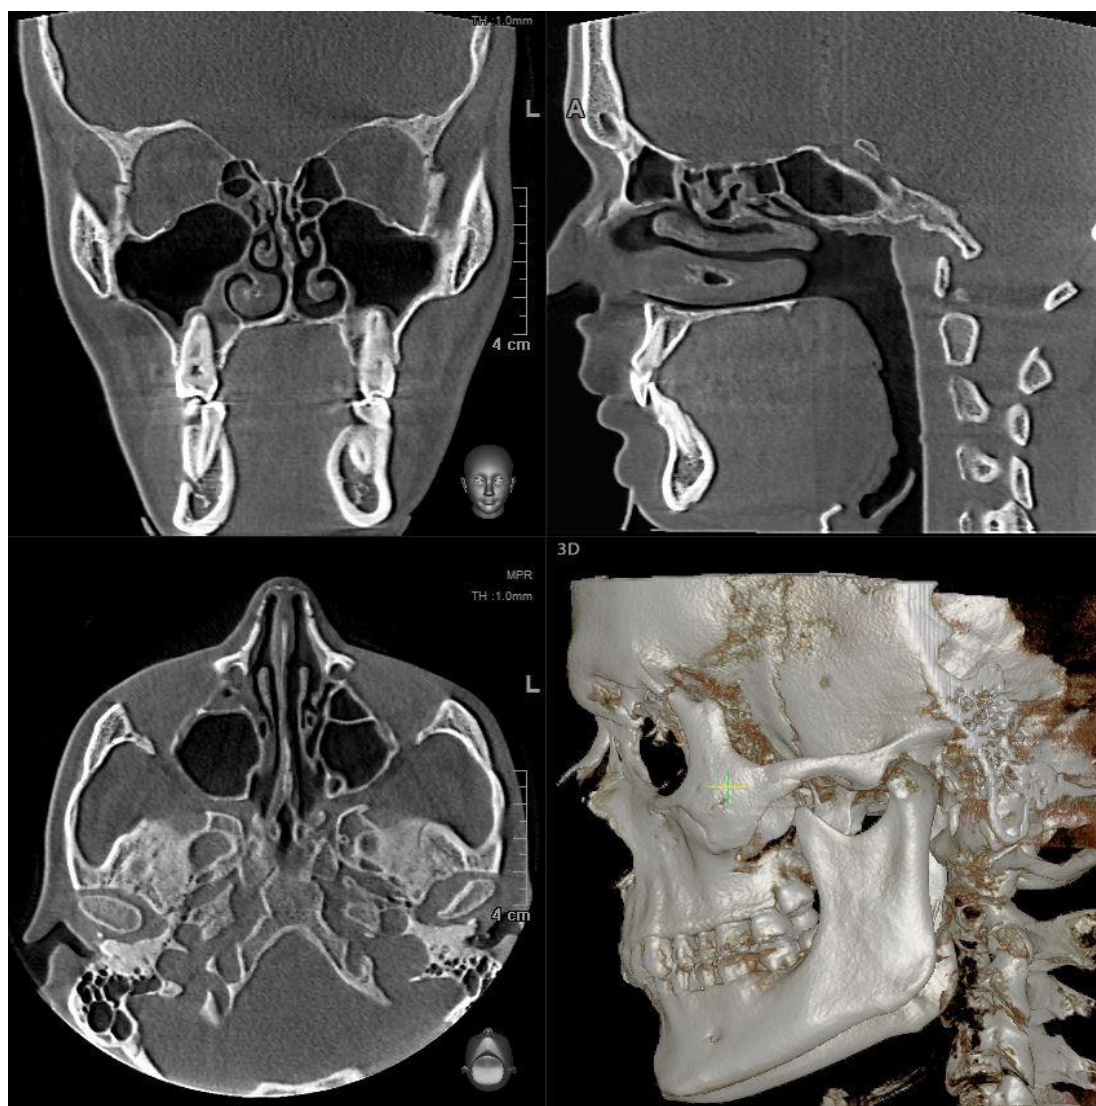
Изучение структуры ВНЧС методом СКТ
